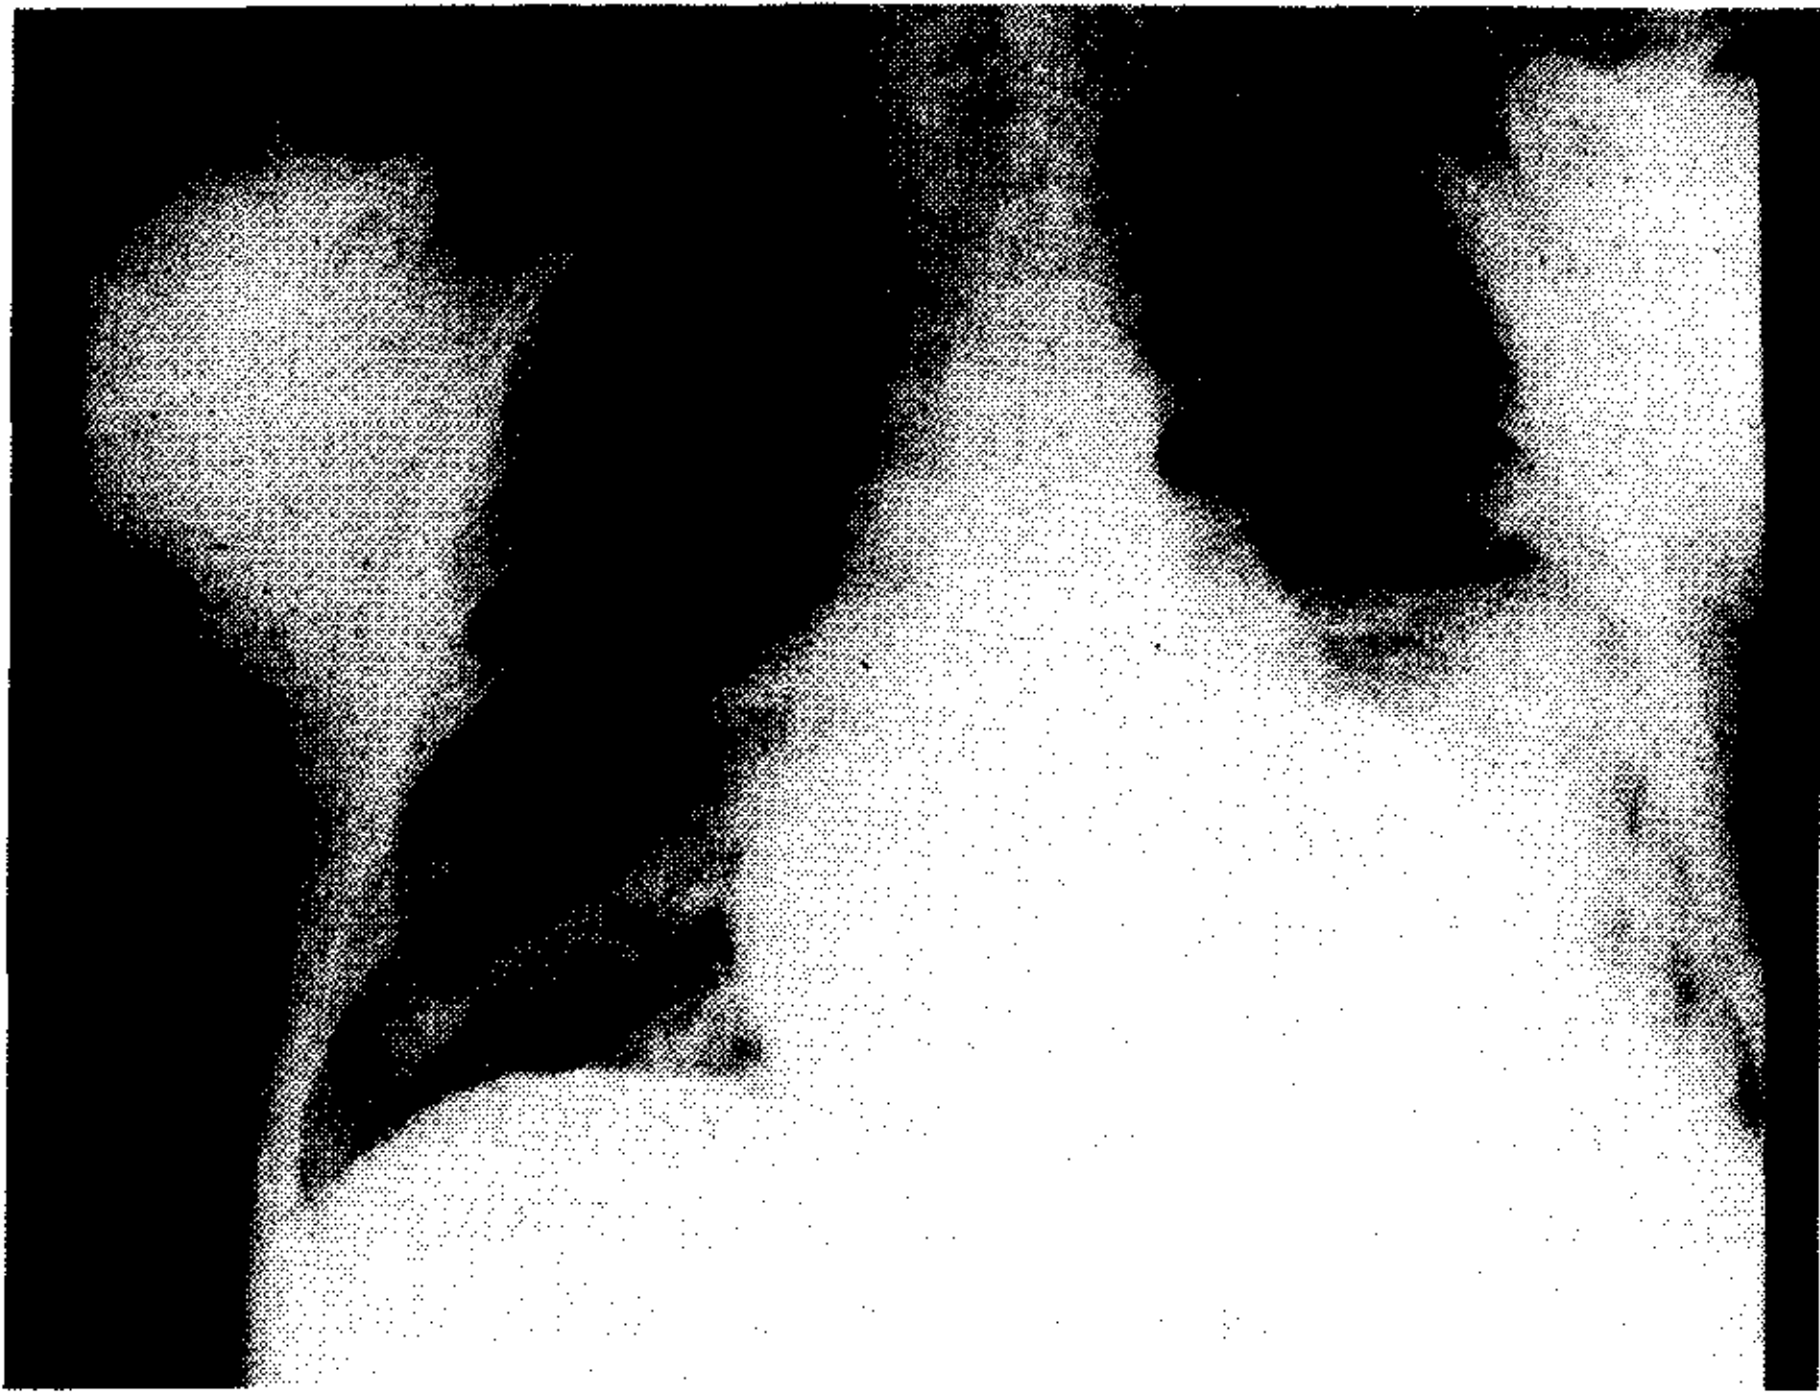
Radiografía de tórax posoperatoria frente y perfil.
